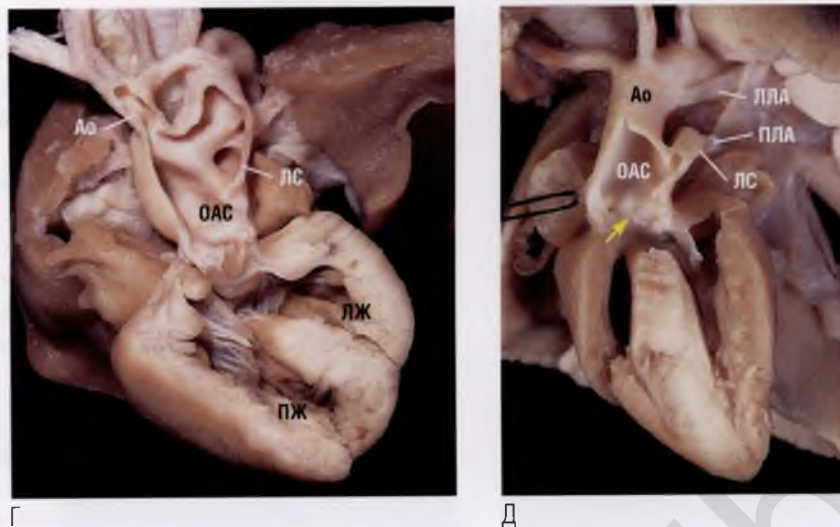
окончание (Г) Анатомический препарат сердца ориентирован таким образом, чтобы выводной тракт левого желудочка был широко открыт и были видны дефект межжелудочковой перегородки и клапан общего артериального ствола, расположенного выше наджелудочкового гребня. Дистальнее общий артериальный ствол делится на аорту и артериальный проток. В данном случае диаметр дуги аорты значительно меньше диаметра артериального протока, также есть характерные признаки коарктации аорты. (Д) Анатомический препарат сердца плода рассечен через выводной тракт левого желудочка. Дефект межжелудочковой перегородки небольшой, видно отсутствие продолжения межжелудочковой перегородки в переднюю стенку магистрального сосуда. Трункальный клапан (стрелка) диспластичен. Данный случай необычен тем, что устье правой легочной артерии (ПЛА) смещено кпереди, а левая легочная артерия (ЛЛА) отходит от нижнего отдела дуги аорты, являясь продолжением артериального протока. Такое сочетание патологических признаков при эхокардиографическом исследовании можно легко спутать с тетрадой Фалло с атрезией легочной артерии. ЛЖ – левый желудочек.
